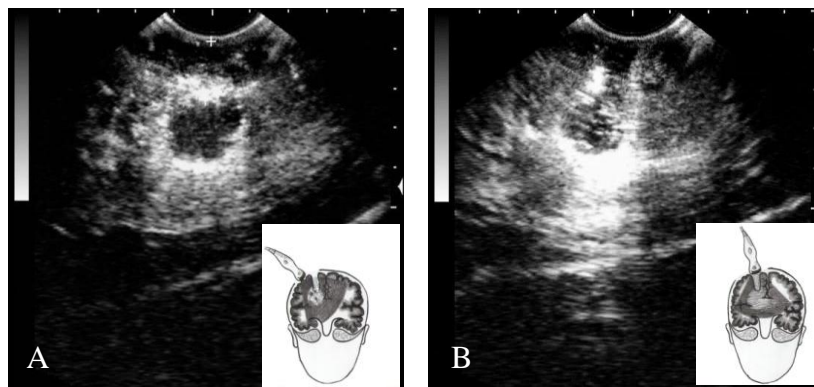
Calitatea imaginii diferă dependent de poziția transductorului față de cavitatea de lucru și a tumorii. A - Imagine ultrasonografică obținută prin dura mater intactă la un unghi de aproximativ 45 grade față de cavitatea de rezecție; B - Imagine ultrasonografică obținută prin canalul de lucru. Poziția transductorului este reprezentată în dreapta jos. Numărul artefactelor este considerabil mai mare în B, respectiv în acest caz interpretarea hotarelor tumorale și a fragmentelor restante este mai dificilă.
